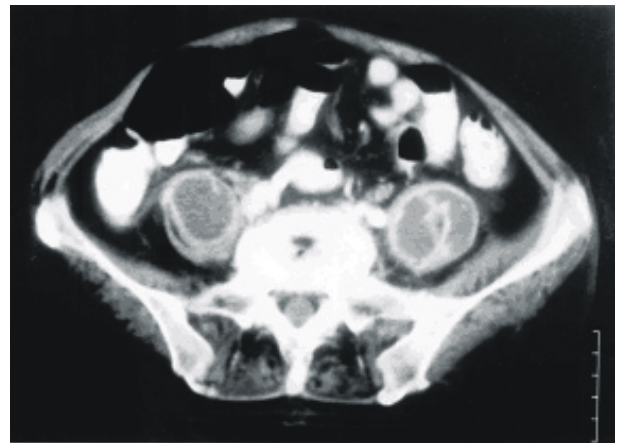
Computed tomography shows bilateral iliopsoas abscess. Right one is a single huge cavity abscess, but the left one is multi-lobulated abscess.
